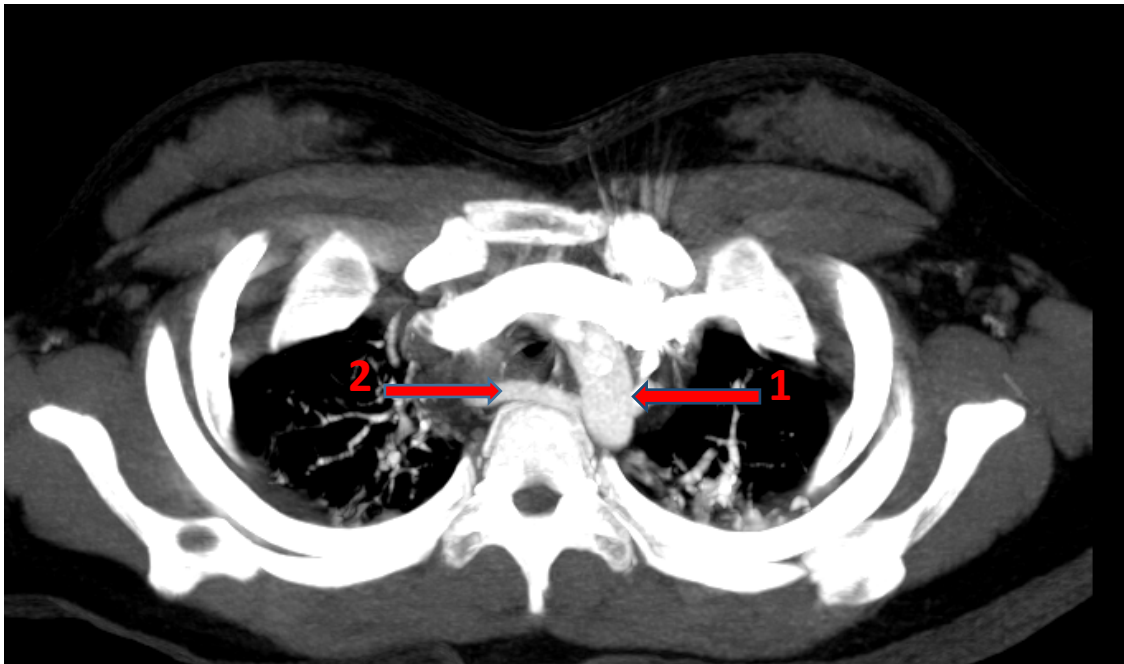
TDM thoracique, coupe axiale, en reconstruction MIP : Arteria lusoria (service de radiologie CHU Mohamed VI Marrakech).
